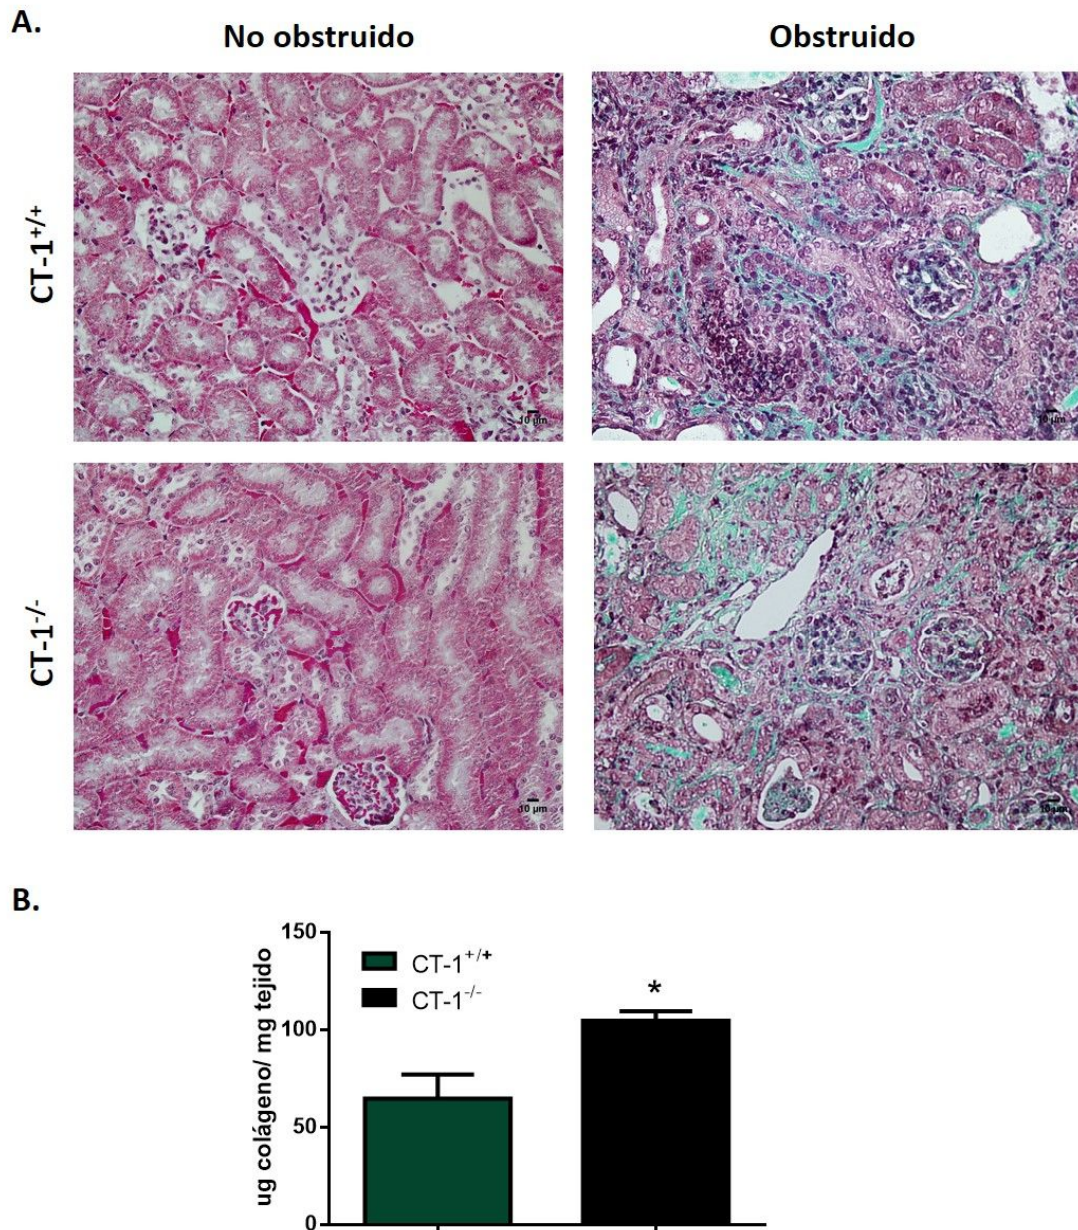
Análisis del grado de fibrosis tubulointersticial tras 15 días de obstrucción. Imágenes representativas de tinción con tricrómico de Masson en riñones O y NO de ratones CT-1^{+/+} y CT-1^{-/-}. B. Síntesis de colágeno total en riñones O de ratones CT-1^{+/+} y CT-1^{-/-}. Los datos representan la media \pm error estándar de la media. CT-1^{+/+} NO (n=6), CT-1^{+/+} O (n=6), CT-1^{-/-} NO (n=6), CT-1^{-/-} O (n=6). Test estadístico: T de Student. * $p < 0,05$ con respecto a CT-1^{+/+}. Magnificación original: 400X. CT-1: cardiotrofina-1, NO: no obstruidos, O: obstruidos.
